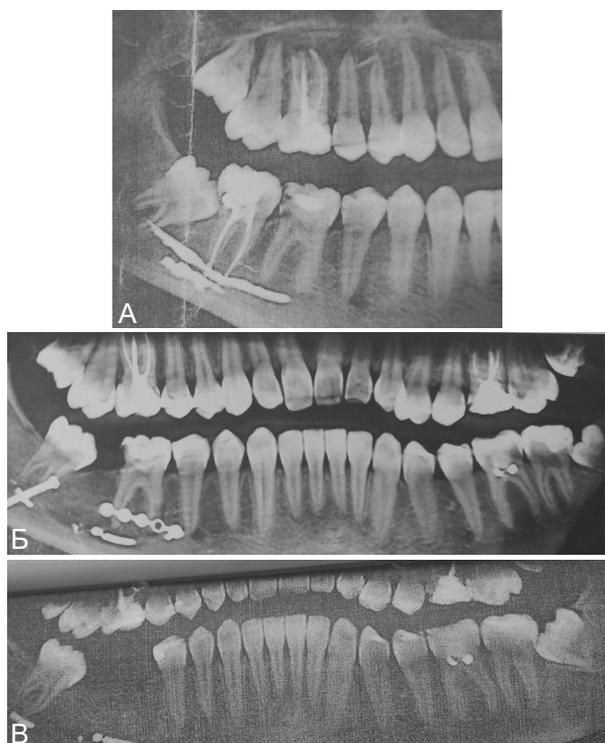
Фрагмент ортопантомограммы пациентки М., 20 лет:
